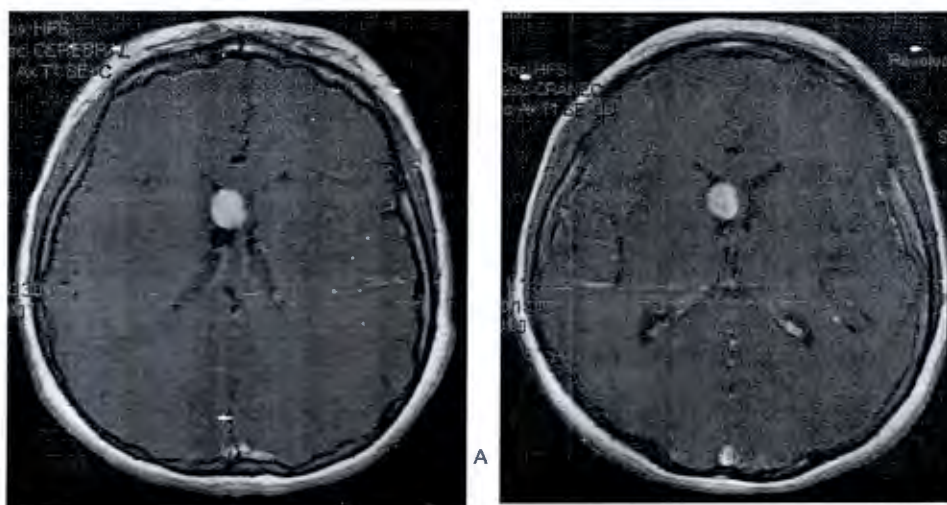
(Caso 3). RMN corte axial T1 contrastado, se observa lesión nodular redondeada de 15 mm de diámetro en un plano axial, localizada en la vecindad del agujero de Monro, con reforzamiento intenso(A). En el estudio de control, después de 2 años, se observa disminución de volumen de lesión subependimaria nodular (13 mm) con reforzamiento intenso localizada en la vecindad del agujero de Monro.
